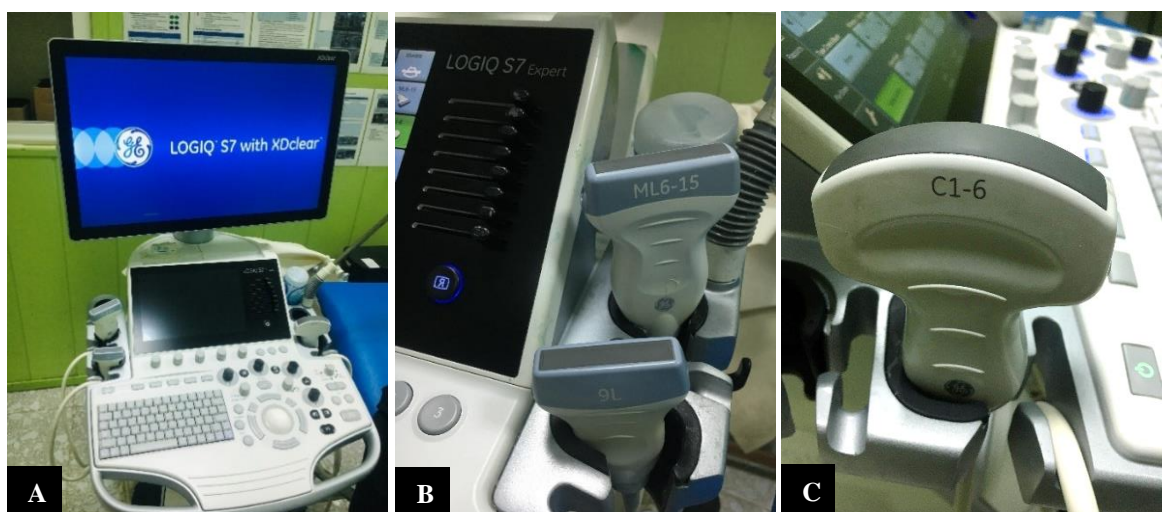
Appareil d'échographie doppler (A) avec des sondes linéaires (B) et courbe (C).
